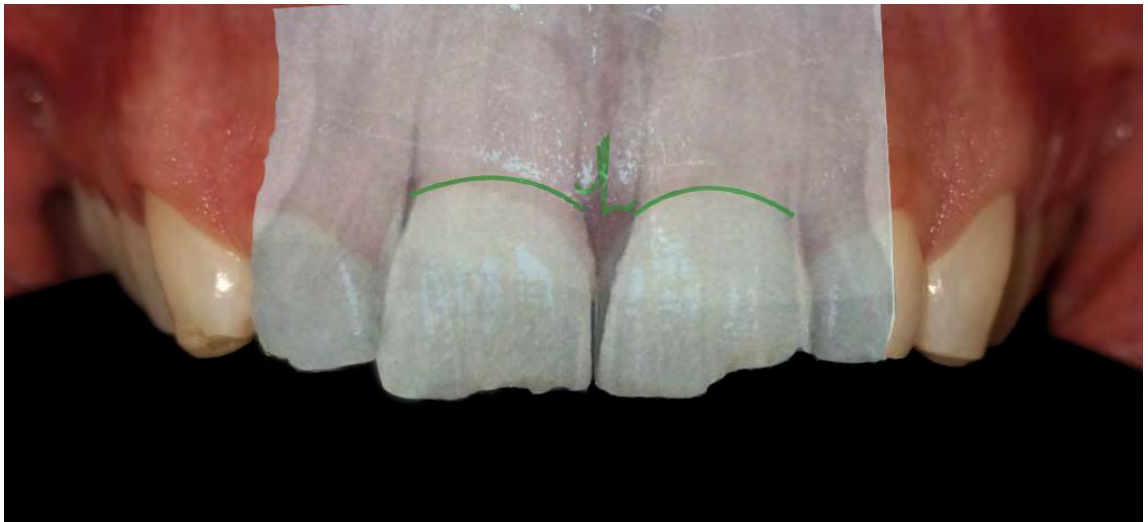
Fotografía inicial y radiografía periapical. ^{fd}
